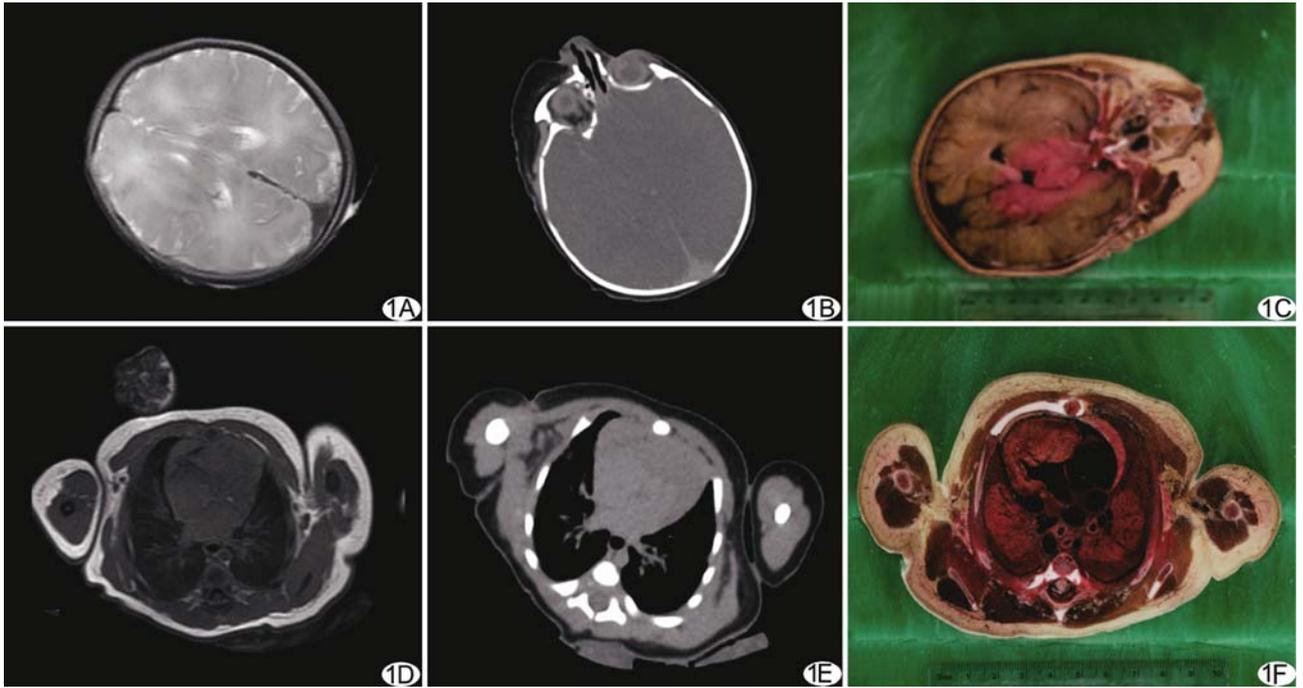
胎儿头部及胸部图像 A. 头部 MRI(层厚 3 mm); B. 头部 CT(层厚 0.625 mm); C. 头部解剖薄层断面图像(层厚 0.2 mm); D. 胸部 MRI(层厚 3 mm); E. 胸部 CT(层厚 0.625 mm); F. 胸部解剖薄层断面图像(层厚 0.2 mm)
